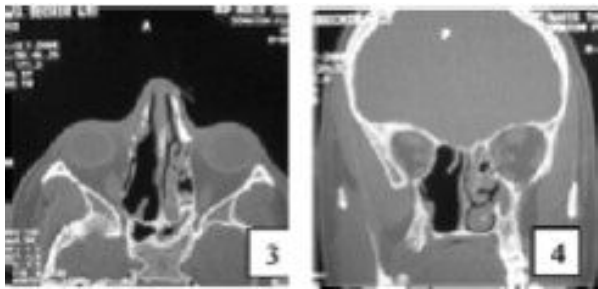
TDM du massif facial en coupes axiale et coronale
